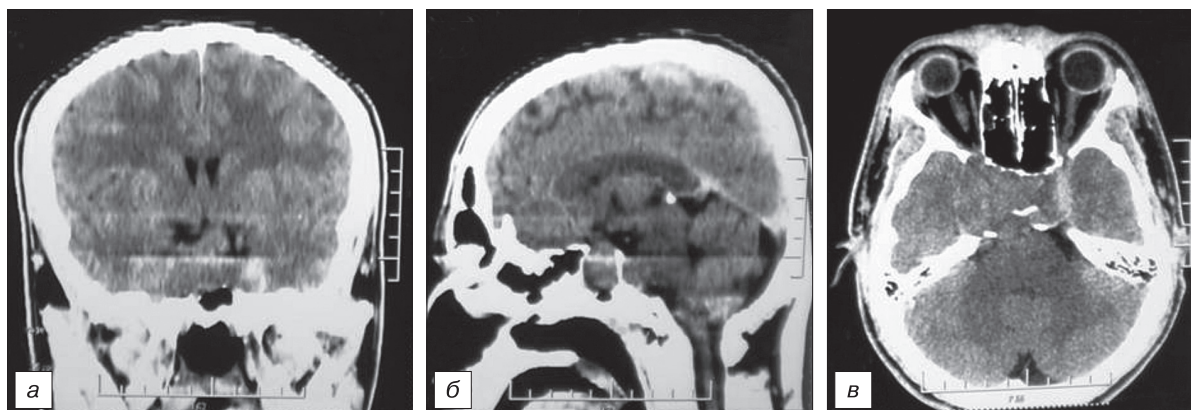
МСКТ головного мозга до операции.
